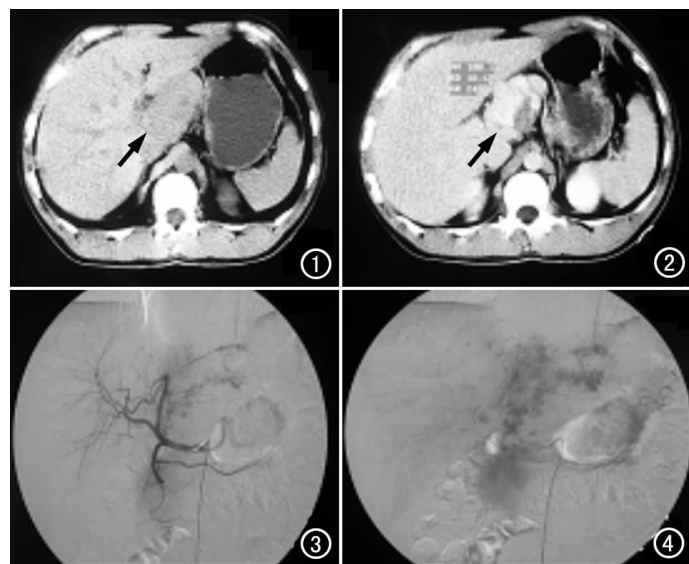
CT 平扫示肝脏尾叶(箭)一团块状低密度影, 与毗邻脏器分界不清。图 2 肝脏 CT 增强门静脉期, 病灶周边及中心均可见明显强化。图 3 常规 DSA 示肝左动脉增粗, 动脉早期即可见尾叶出现许多血窦, 如“树上挂果”。
